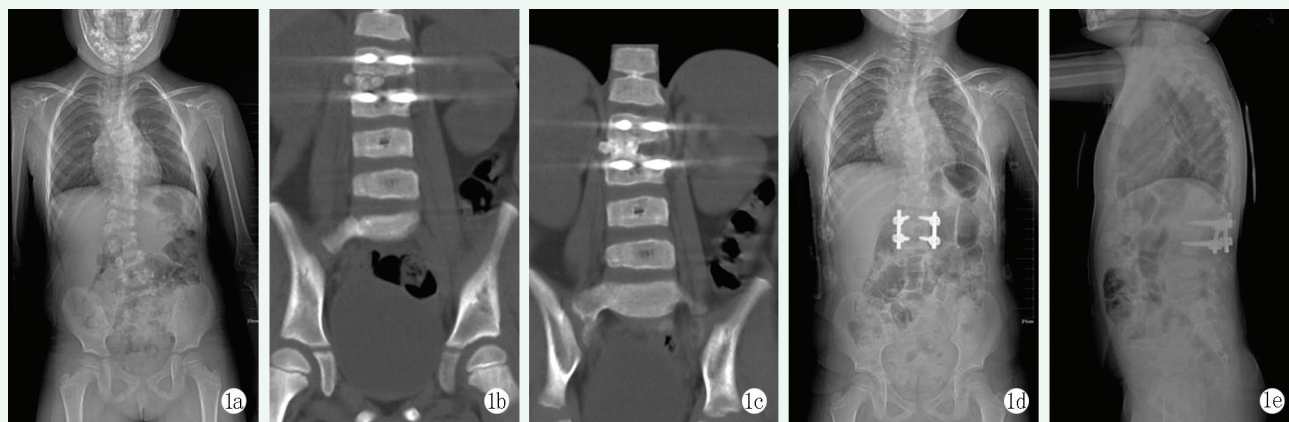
患儿女性, 5 岁。1a: 术前站立位脊柱正位 X 线片示脊柱腰弯侧凸 Cobb 角为 36°, 后凸 Cobb 角为 9°; 1b: 术后 1 周 CT 检查见内固定在位, 矫形满意, 椎间可见植骨; 1c: 术后 3 个月 CT 见椎间植骨与上下椎体融合; 1d, 1e: 术后半年站立位脊柱正侧位 X 线片示脊柱腰弯侧凸 Cobb 角为 6°, 后凸 Cobb 角为 1°。
